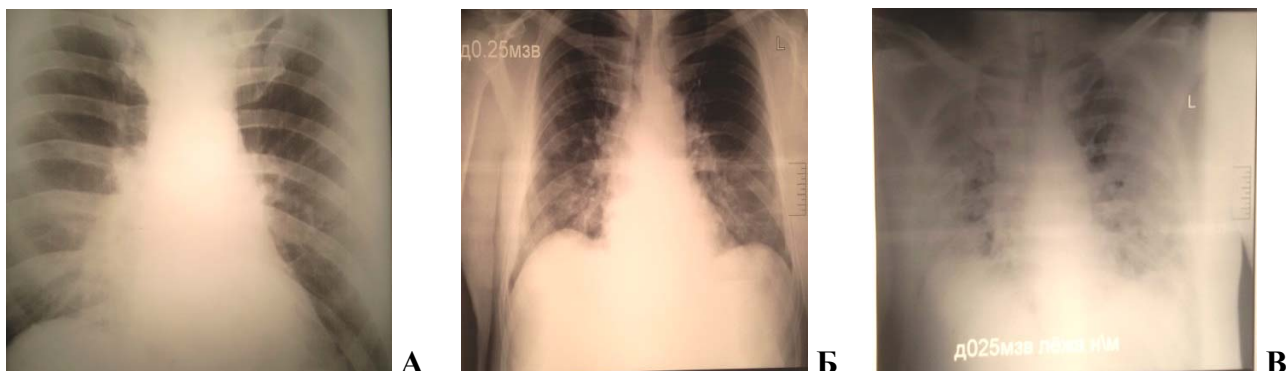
Рентгенограми хворого
